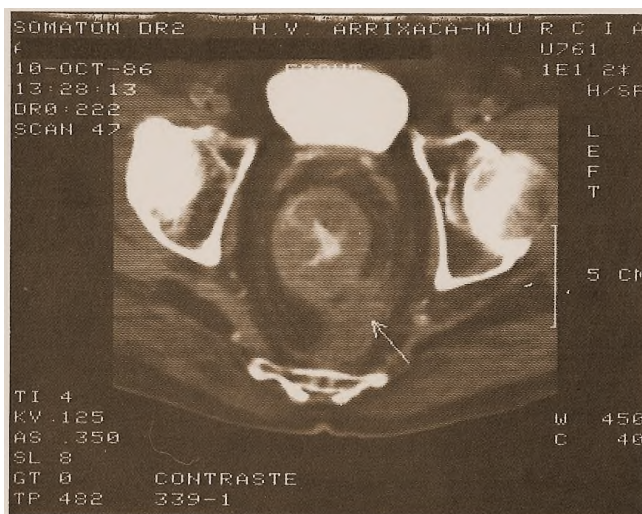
TAC de la pelvis menor de un paciente portador de un adenocarcinoma de recto. Se observa extensión extraluminal rectal con invasión de las paredes pélvicas (flecha).
